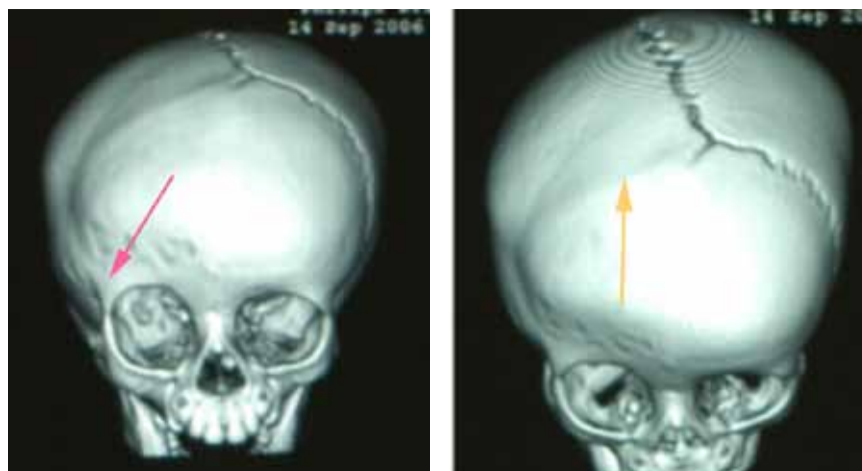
Bambino di 7 mesi affetto da plagiocefalia anteriore dx. La plagiocefalia anteriore è determinata dalla prematura fusione della sutura coronale. Altre suture coinvolte possono essere: sfeno-frontale, sfeno-etmoidale, sfeno-zigomatica, fronto-zigomatiche, fronto-sfenoidali e fronto-etmoidali TC-3D che evidenzia una precoce chiusura della sutura coronarica di ds (freccia gialla). Ben evidente la retrazione del margine orbitario superiore con aumento del diametro verticale dell'orbita (freccia arancione).
